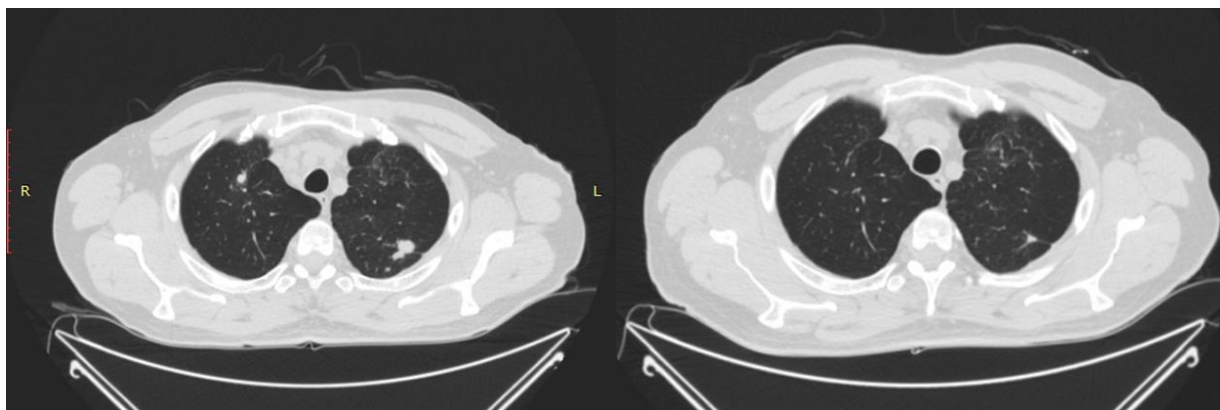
Частичный регресс метастатического поражения легких по данным КТ органов грудной клетки
